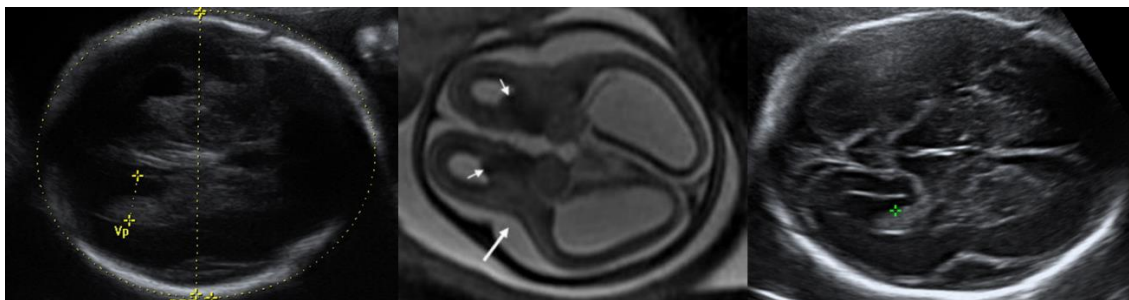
Imagen izquierda y derecha mostrando un corte axial transventricular y transtalámico en ecografía 2D evidenciando una cisura de Silvio anormal a la semana 25 y 27 de gestación en dos casos de lisencefalia tipo I. Centro: corte axial de RMN mostrando una cisura de Silvio aplanada en la semana 28 de gestación en un caso de lisencefalia. Fuente: Imagen central tomada de Guibaud et al, 2008. Imágenes laterales de la biblioteca virtual del programa View-Point. C. Gutenberg.
